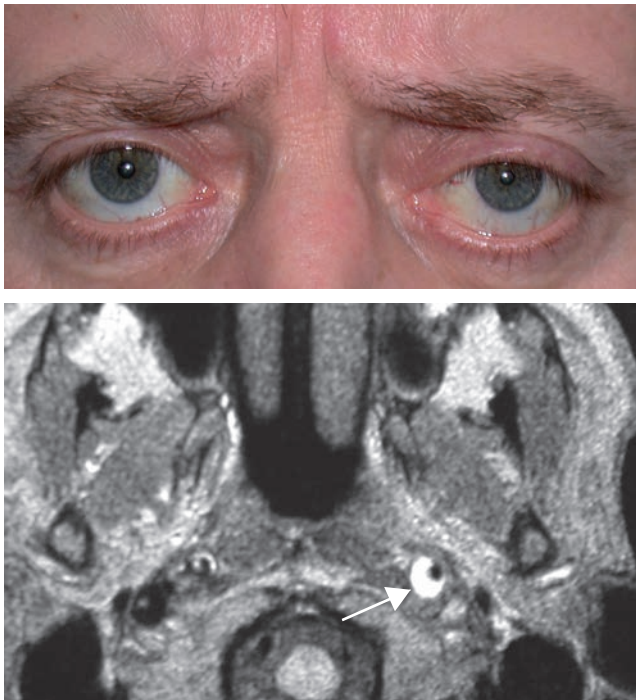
Dissection carotidienne gauche post-traumatique. a. Syndrome de Claude Bernard-Horner gauche. b. IRM correspondante objectivant la dissection carotidienne gauche (flèche).
